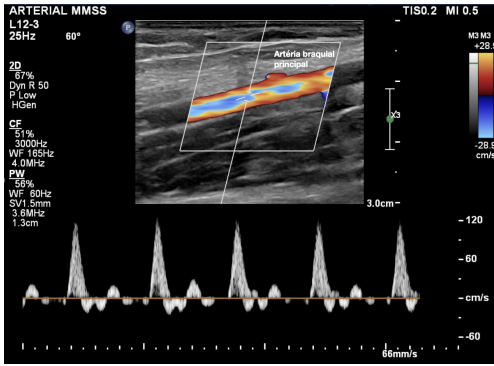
Eco-Doppler em modo espectral, corte longitudinal, demonstrando fluxo normal na artéria braquial.
